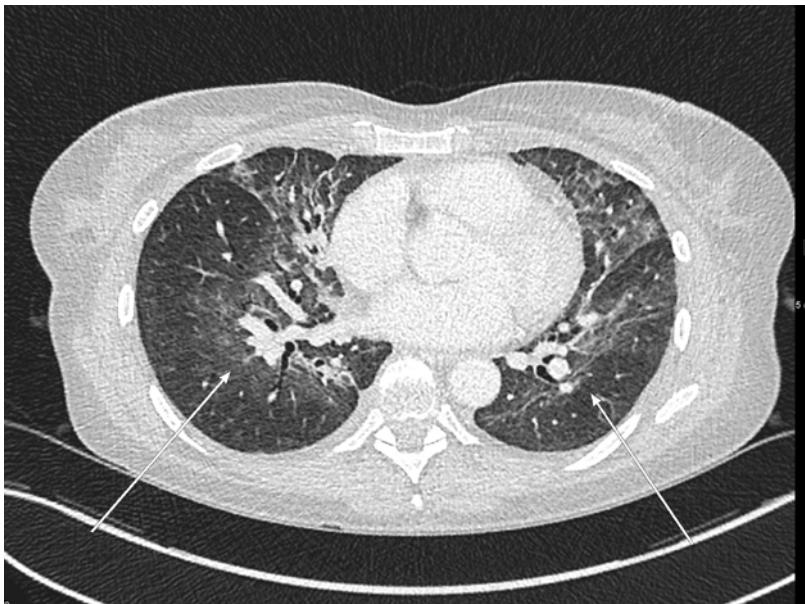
Thorakale Angio-Computertomografie mit ausgedehnten perihilären Milchglastrübungen (weisse Pfeile).
